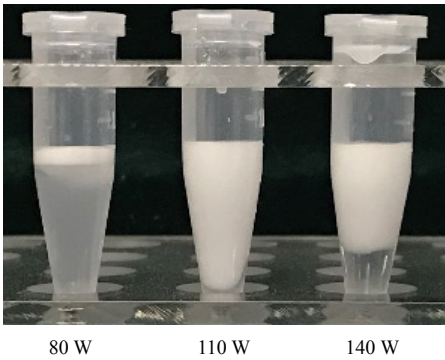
不同超声功率下所制 Pickering 乳液离心后的照片
